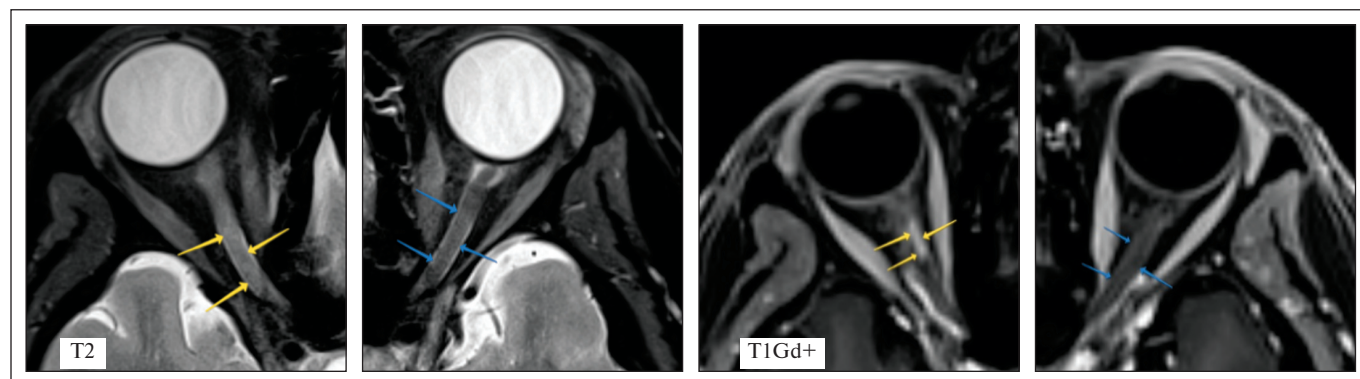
МРТ ЗН пациентки Л. в режимах T2 и T1 после контрастного усиления. Отмечается наличие очага в правом ЗН в режиме T2 (желтые стрелки), частично накапливающего КВ в режиме T1 (желтые стрелки).
